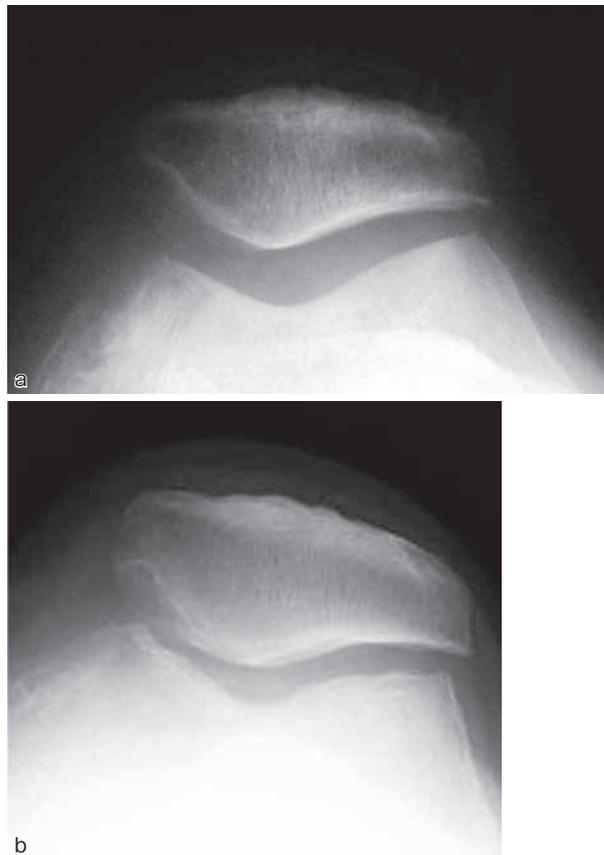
ドナー部位のX線変化の不変例. 45歳男性. 大腿骨内顆の病巣部面積280mm<sup>2</sup>に対し, 3個骨軟骨柱を移植した. (a) 術前. (b) 術後10年. OA変化の進行は認められない.
